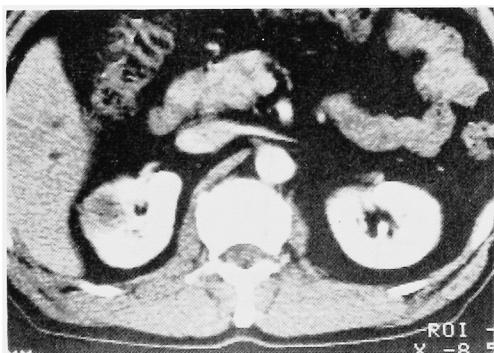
CT scan of case 1 reveals a low density area in the right kidney.
